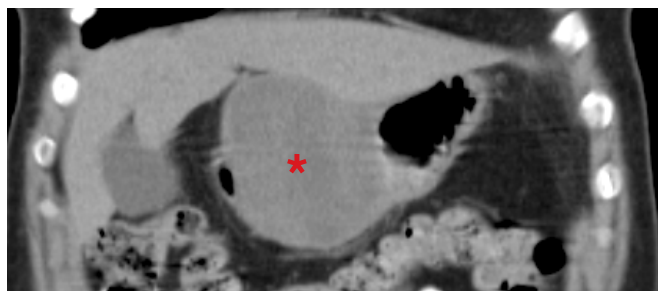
Tomografia computadorizada (TC) no plano coronal a evidenciar a lesão localizada no corpo gástrico, contactando a vertente inferior do fígado.
